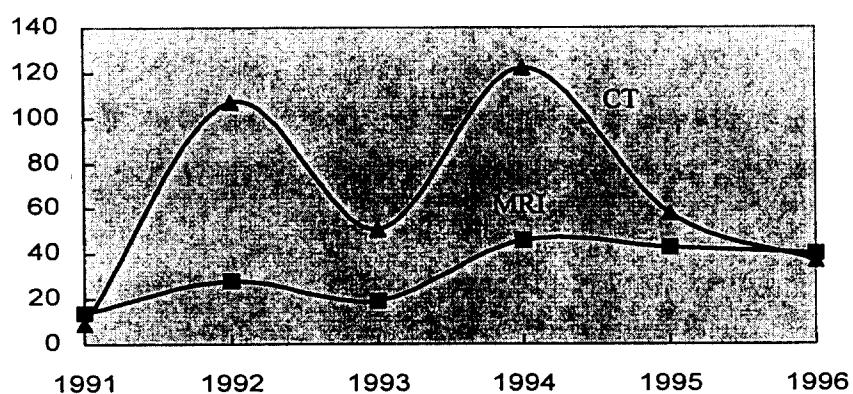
MRI 및 CT의 연도별 설치 승인 수 비교
